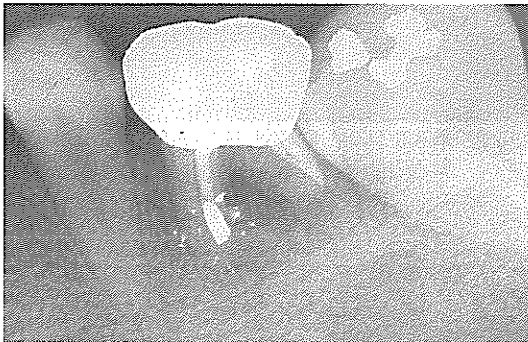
술후 4개월 경과후의 방사선 사진
